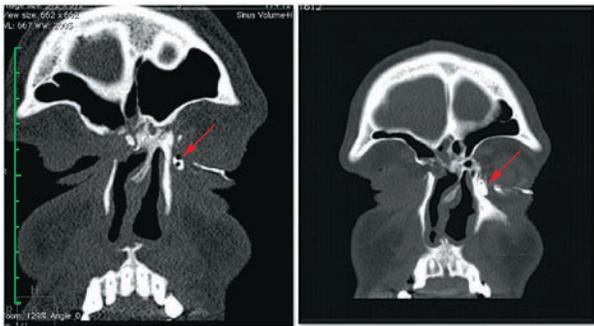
Пациент П. На МСКТ стрелкой указан контрастированный слезный мешок
